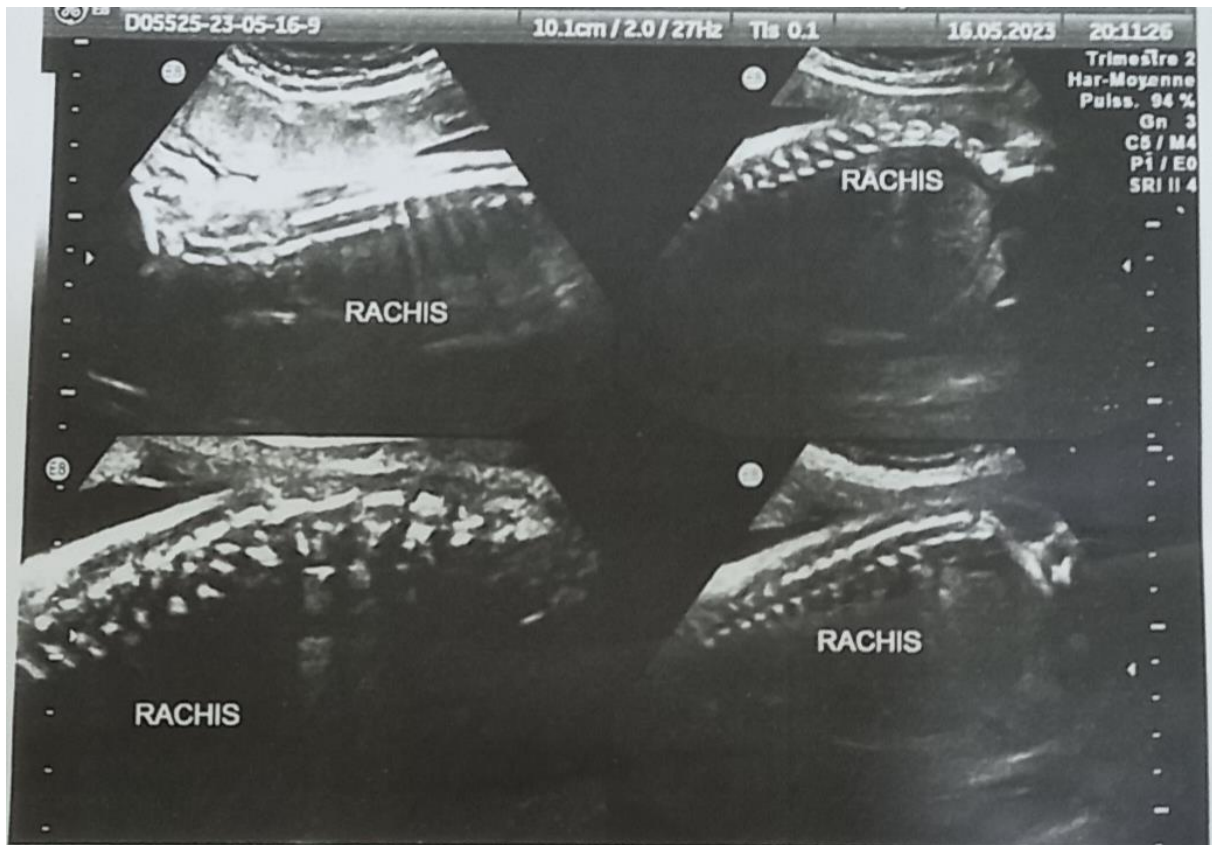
échographie d'une grossesse de 27 SA, la coupe sagittale du Rachis montrant l'intégrité du rachis et de la peau du dos.
